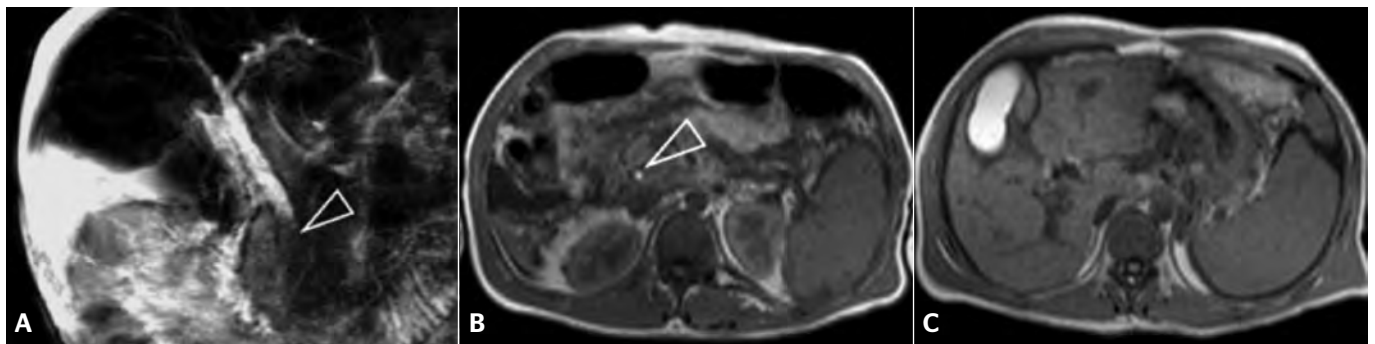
Chez ce patient porteur d'une sclérose hépato-portale avec ascite et ayant présenté une pancréatite aiguë, la bili-IRM montre un comblement du bas cholédoque par un sédiment potentiellement lithiasique (A, tête de flèche).
